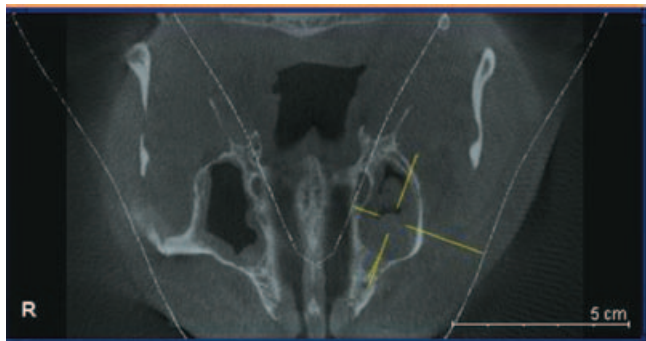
Срез томограммы пациента С. в коронарной плоскости
